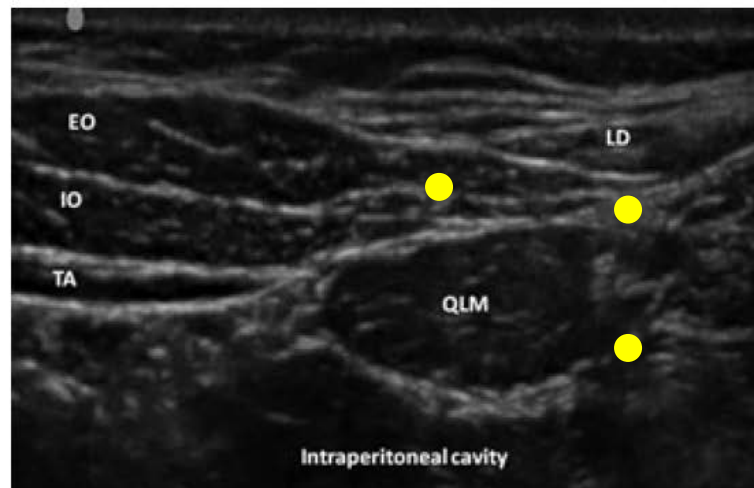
Ultrasound imaging of QLM. QLM is quadratus lumborum muscle, EO is external oblique muscle, IO is internal oblique muscle, TA is transversus abdominis muscle, LD is latissimus dorsi muscle.
